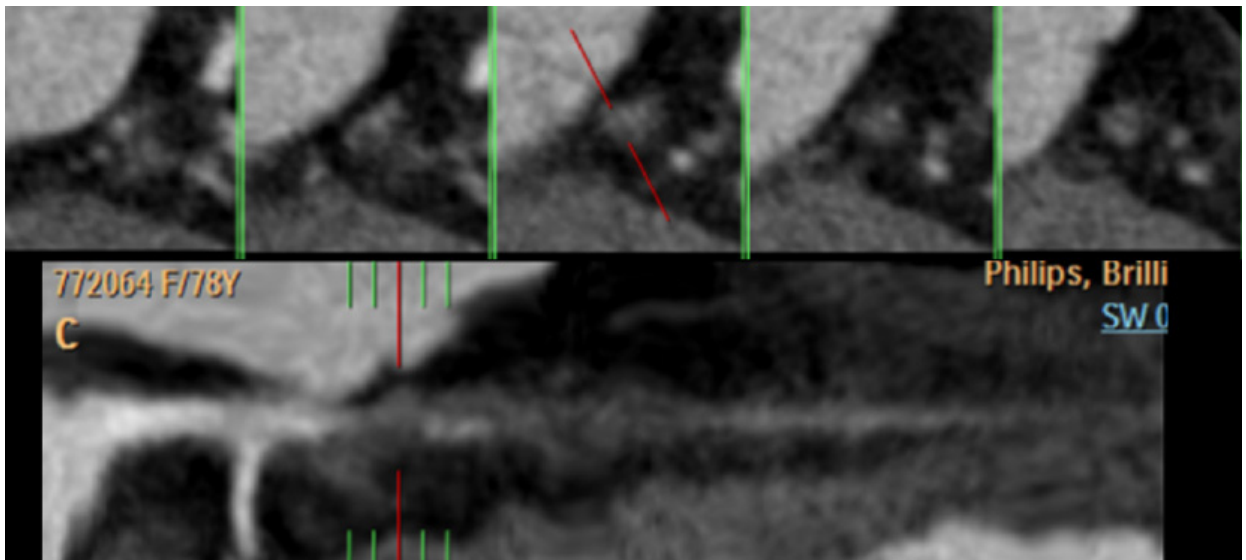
Angiotomografía multislice coronaria. Se observa oclusión total de la DA en tercio proximal (líneas rojas).
